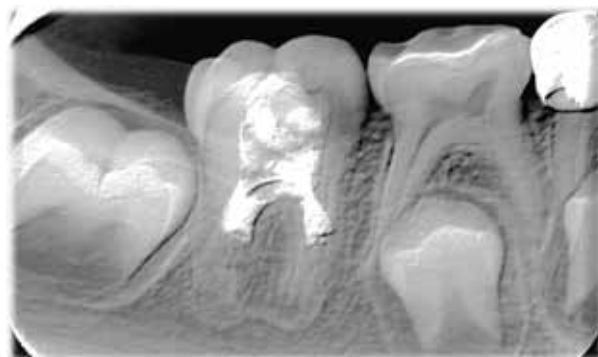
Radiografía periapical donde se muestra la reconstrucción con material biocerámico (Biodentine®) y se evidencia el proceso de formación radicular.
